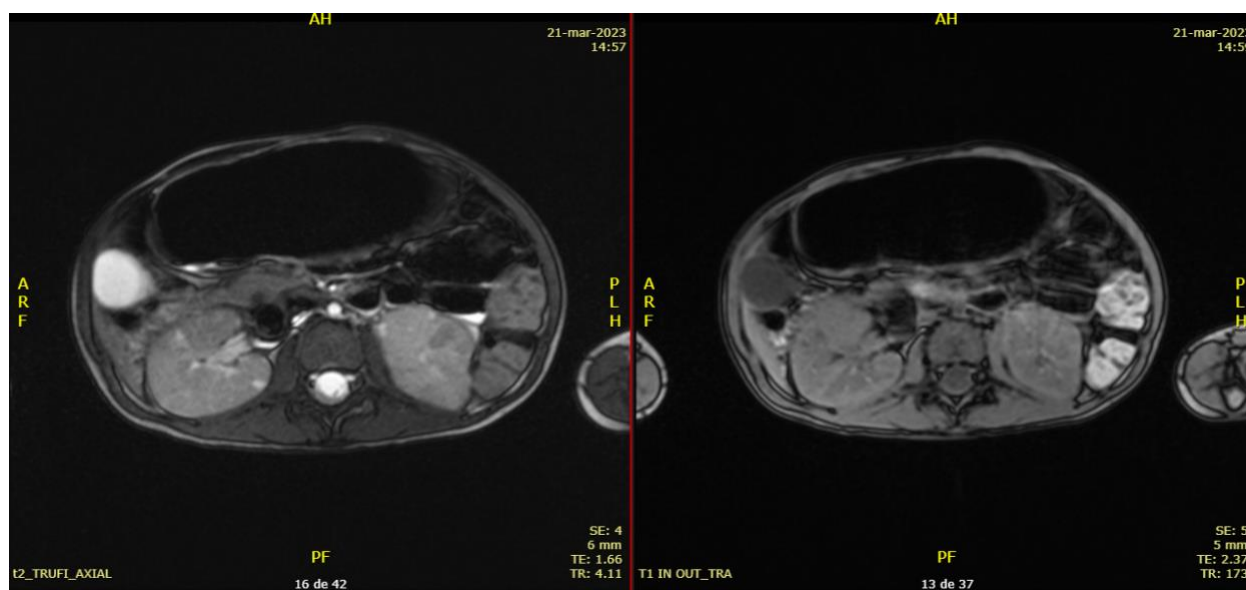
Resonancia magnética abdominal. Se observan lesiones focales hepáticas que corresponden muy probablemente a hamartomas con quistes corticales múltiples en ambos riñones y una lesión principal del riñón derecho que puede estar en relación con angiomiolipoma.
